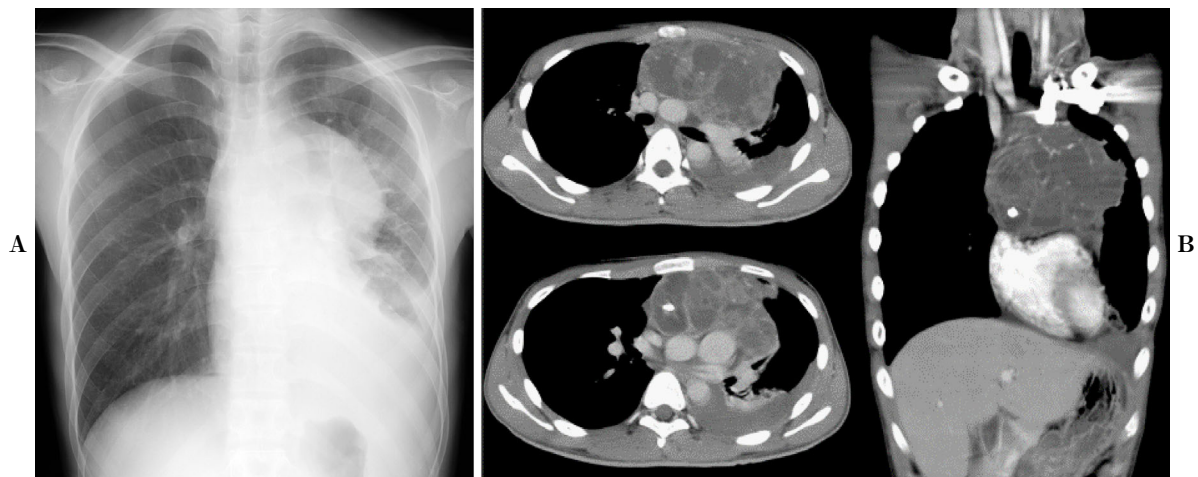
Chest radiological images of the patient. A: Chest X-ray on admission showed a massive tumor shadow in the left hilar region with left-sided pleural effusion. B: Chest contrast-enhanced computed tomography performed on admission showed a large tumor (12.3×7.4 cm) with partial calcification in the anterior mediastinum. The tumor compressed the left main bronchus and the right atrium.
